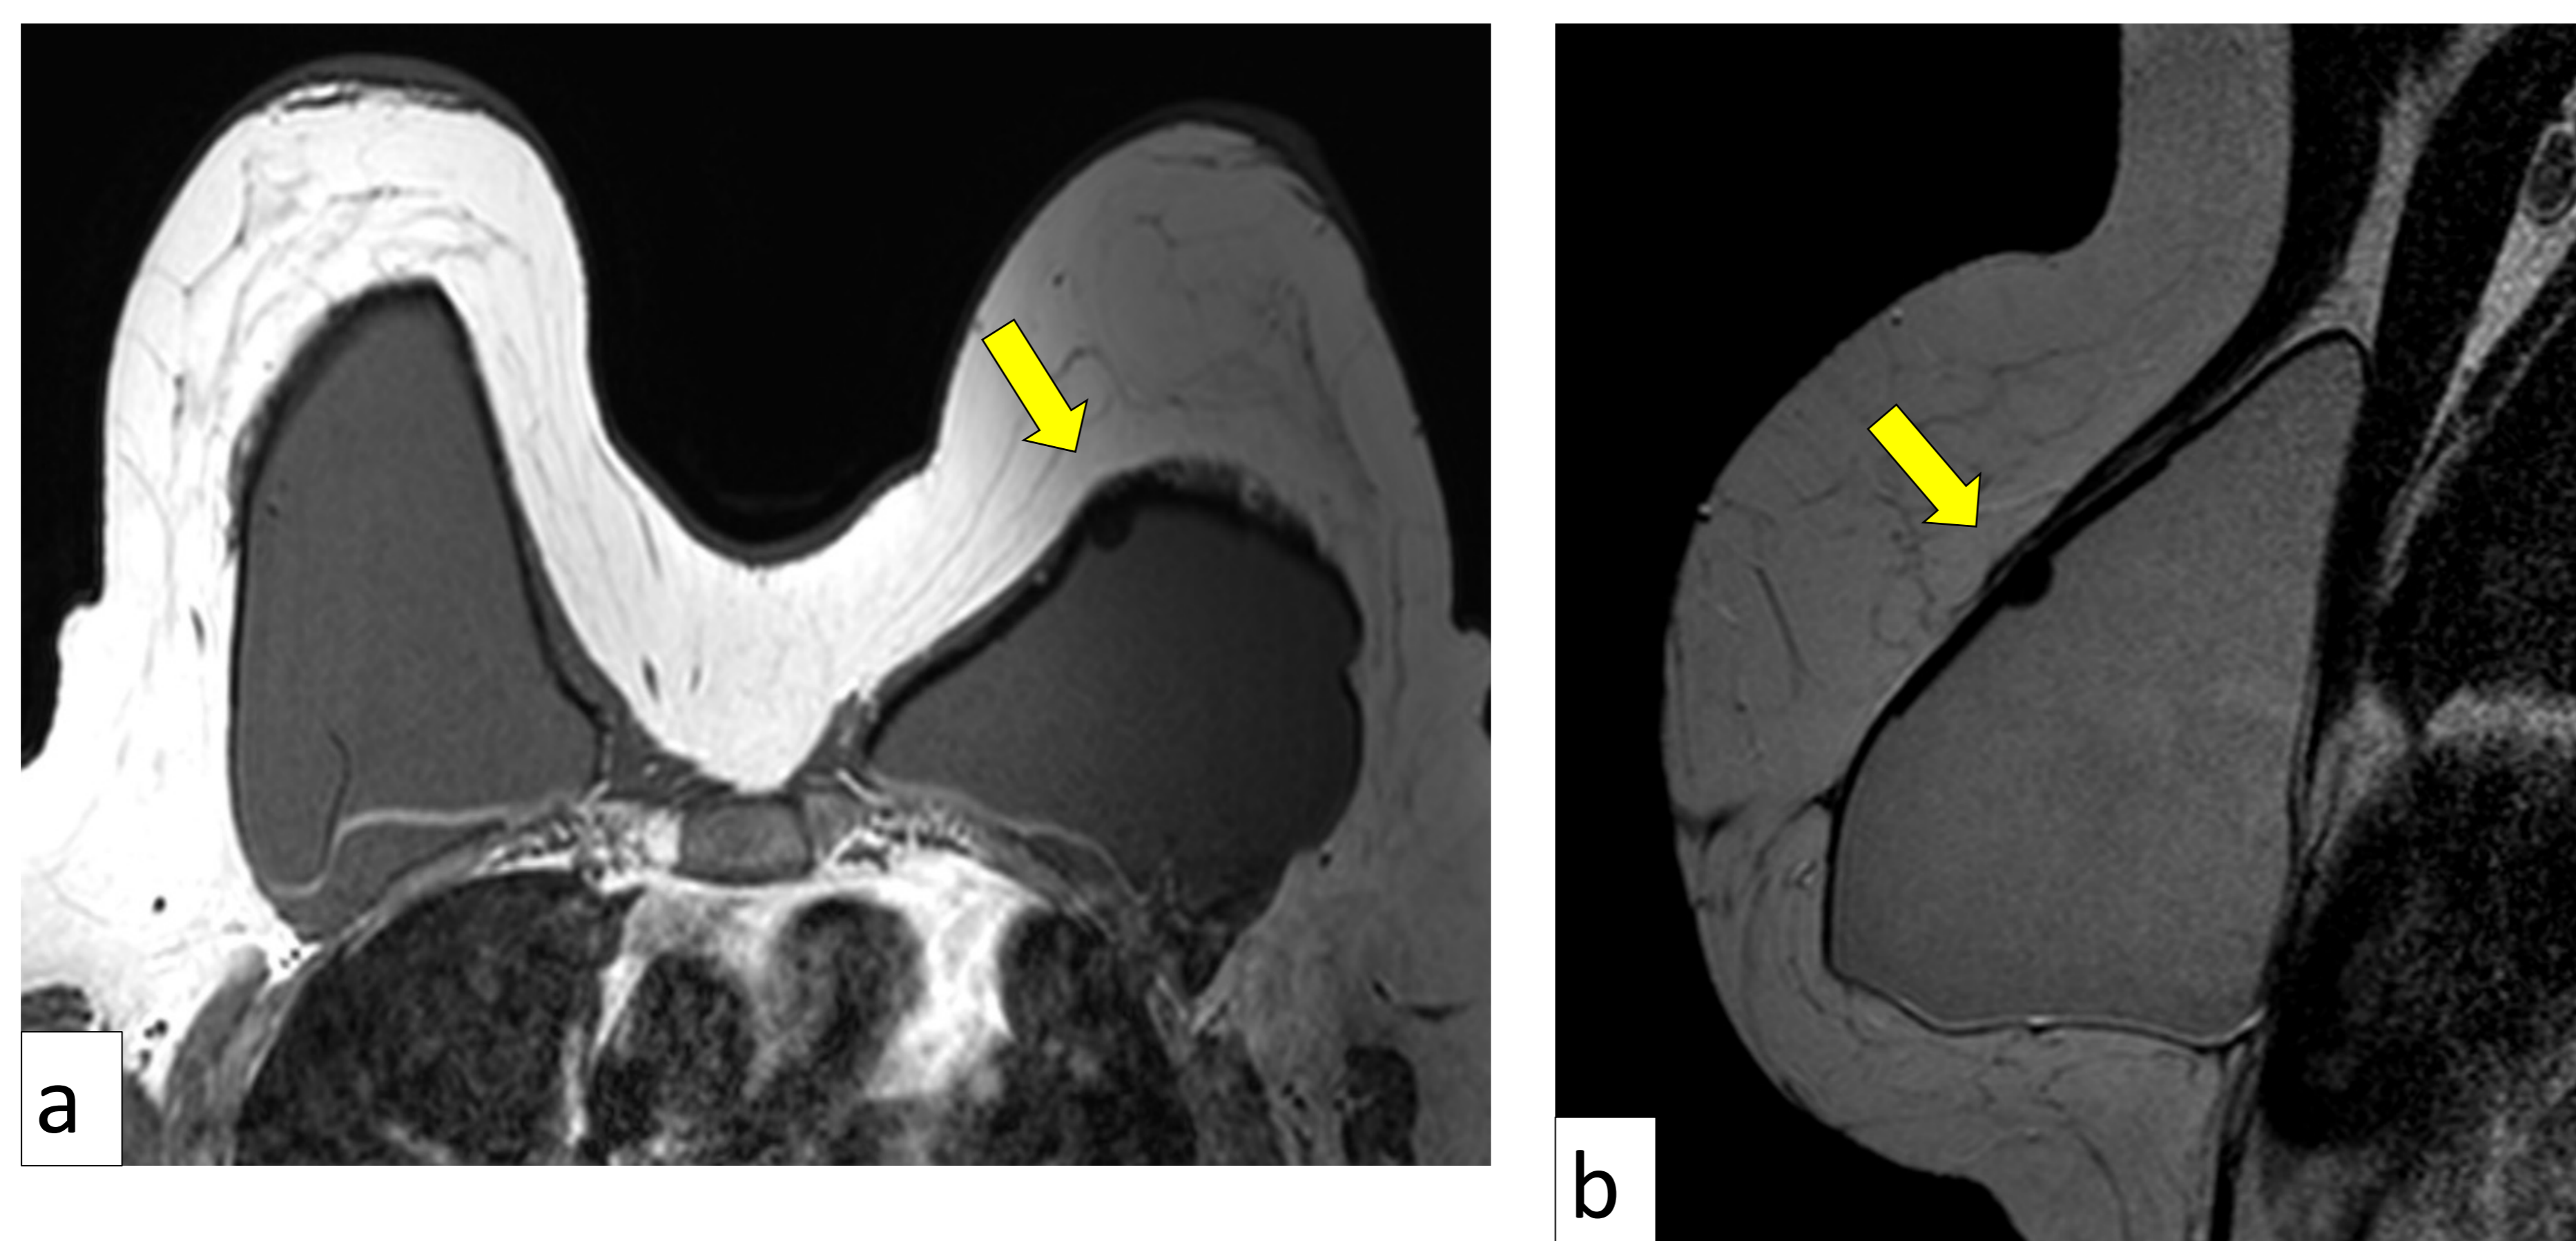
Volteo de la prótesis (mismo caso en a y b). En RM se visualiza el sello de la prótesis izquierda en la superficie anterior de dicha prótesis (flecha).
